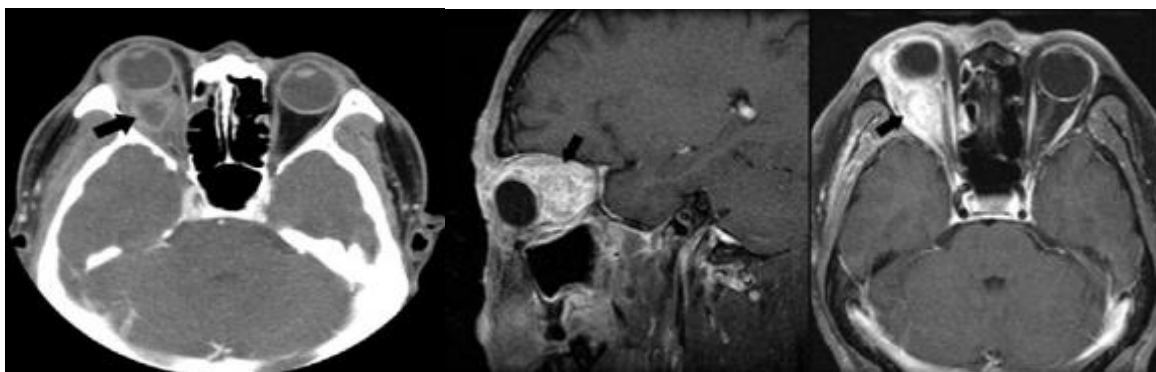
Ретробульбарный абсцесс (данные КТ, МРТ)
